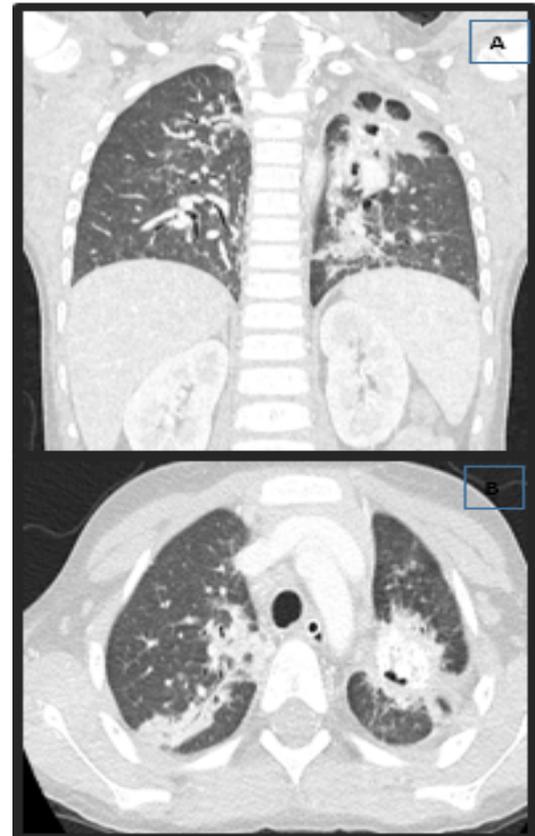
Tomografía de tórax con contraste endovenoso que muestra una masa con calcificaciones en lóbulo superior del pulmón izquierdo en corte coronal (A) y axial (B).
